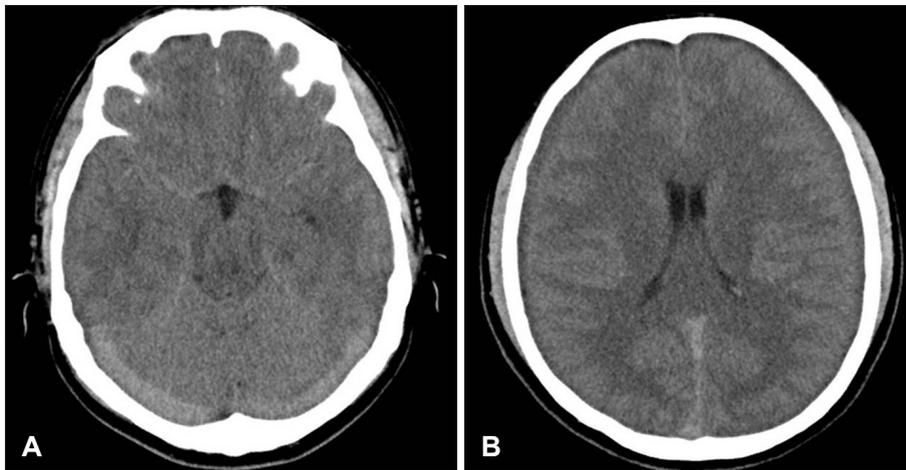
A: Brain CT shows subarachnoid hemorrhage in perimedullary and basal cistern. B: Brain CT shows bilateral chronic subdural hematoma.
